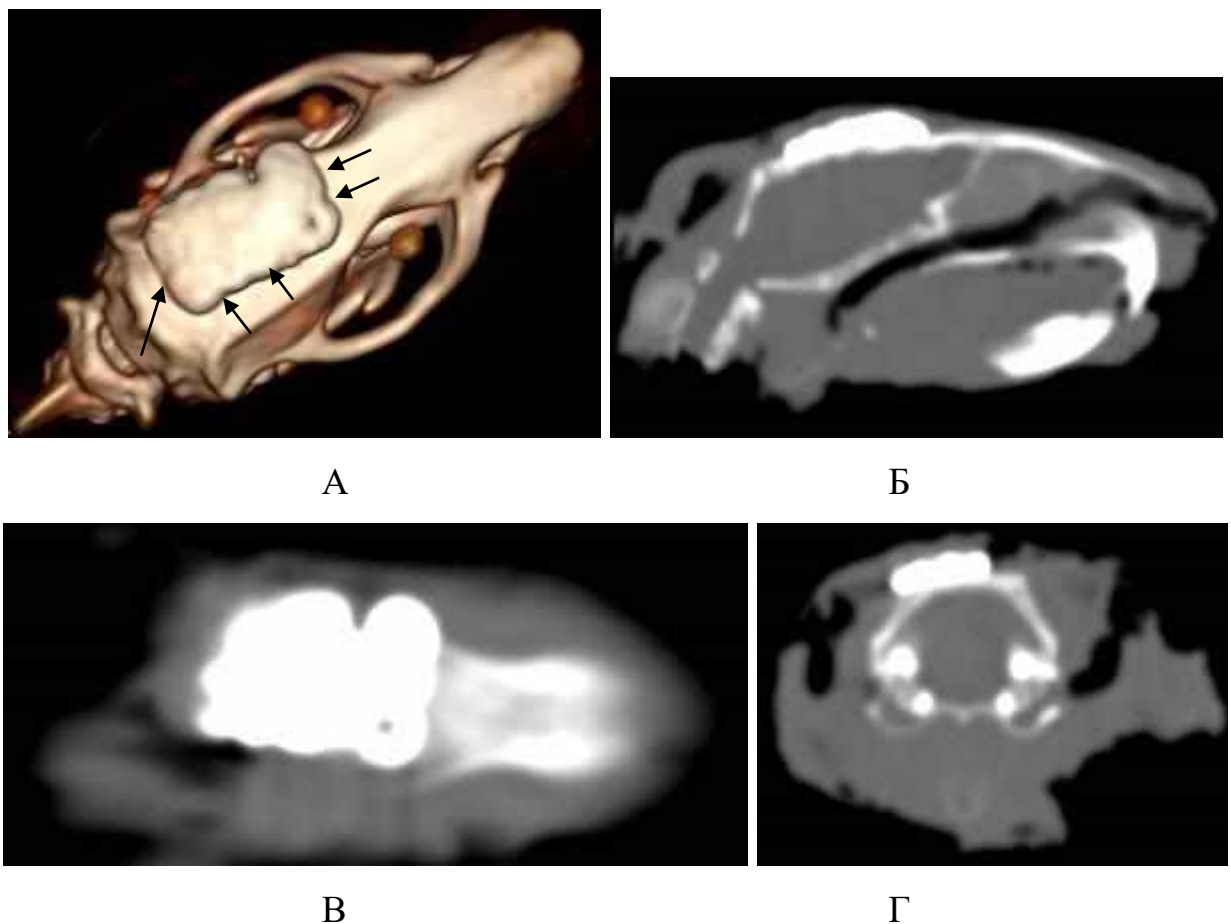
МСКТ-дослідження у експериментальній групі 7
